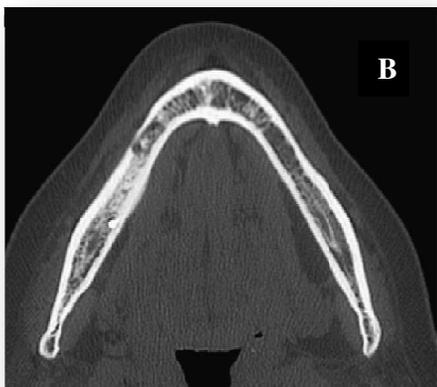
Tomografía computarizada donde se observan cambios óseos en la maxila de lado derecho (A), tomografía computarizada de un paciente asintomático muestra cambios en el hueso trabecular cercano a un implante en el lado derecho de la mandíbula (B).³⁴
